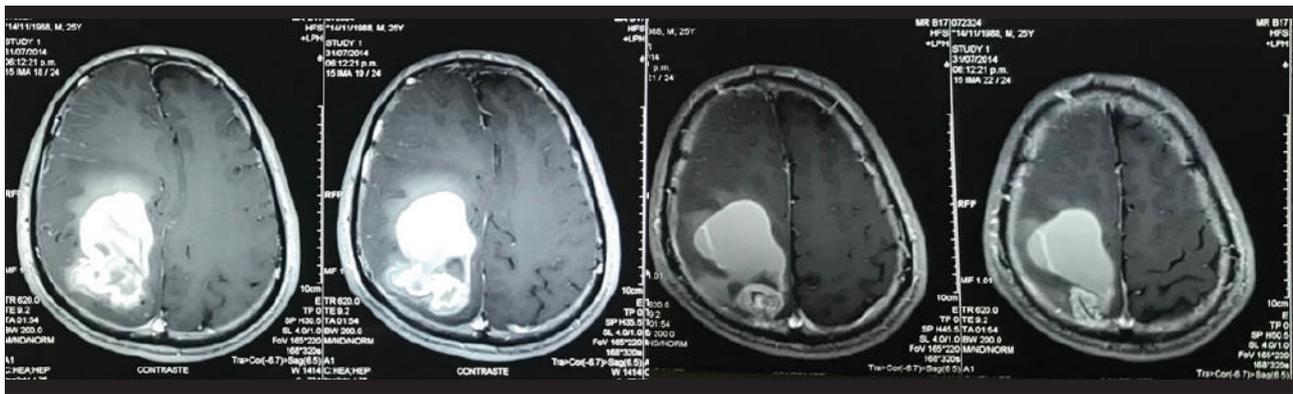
Resonancia magnética cerebral con contraste.
